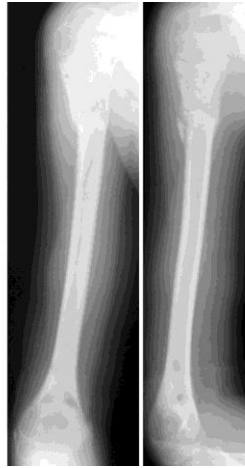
Рентгенограммы больного А., 12 лет, после окончания лечения
